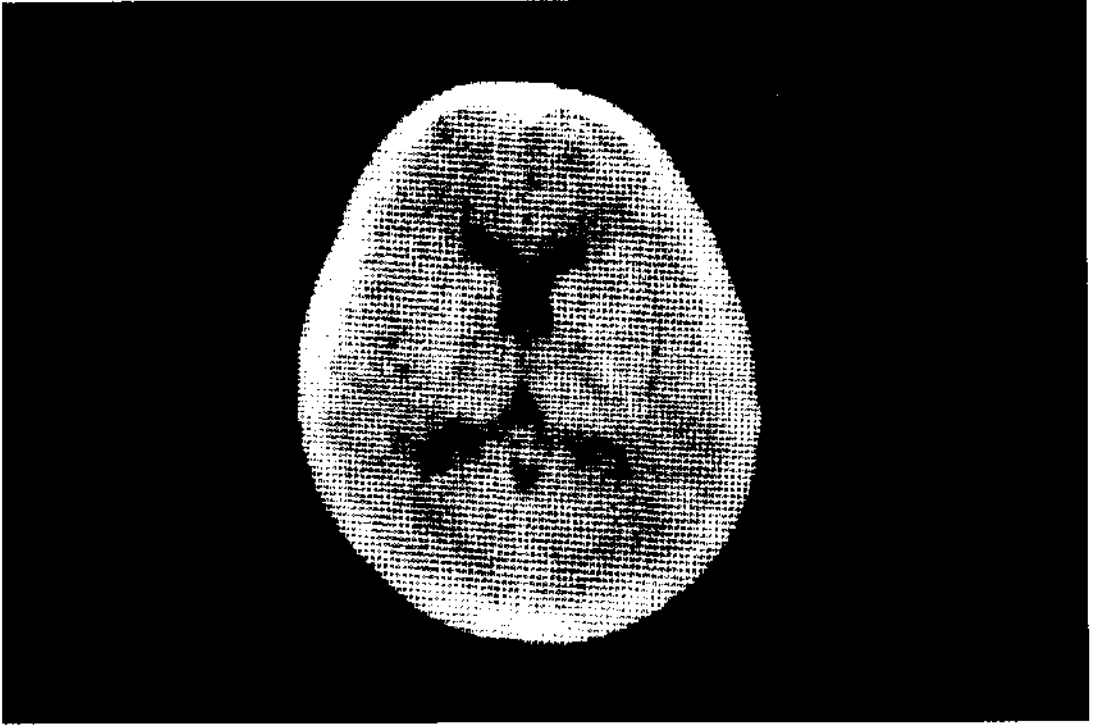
Tomografía axial computadorizada normal a la edad de 9 años.
